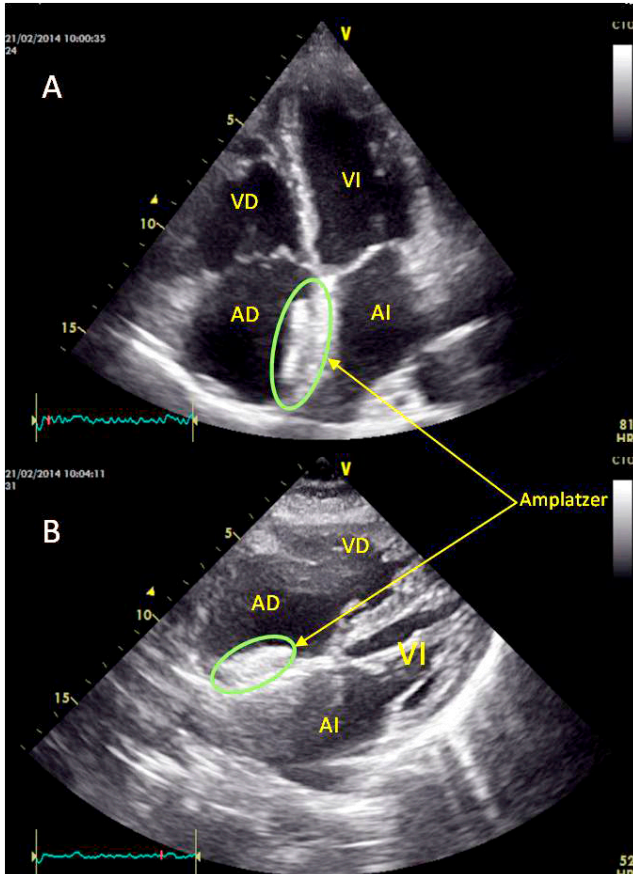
A: Imagen de ecocardiografía transtorácica bidimensional en un plano apical de 4 cámaras, donde se aprecia dispositivo Amplatzer implantando a nivel del SIA. B: mismo dispositivo visualizado desde una proyección subcostal de 4 cámaras. AI: aurícula izquierda; AD: aurícula derecha; VI: ventrículo izquierdo; VD: ventrículo derecho. Fuente: elaboración propia.
